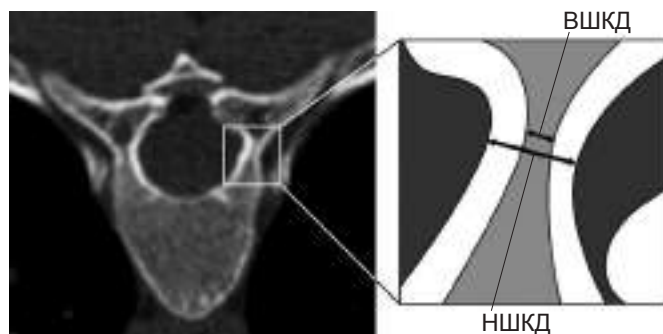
Измерение наружной и внутренней ширины корня дуги на предоперационной КТ.
